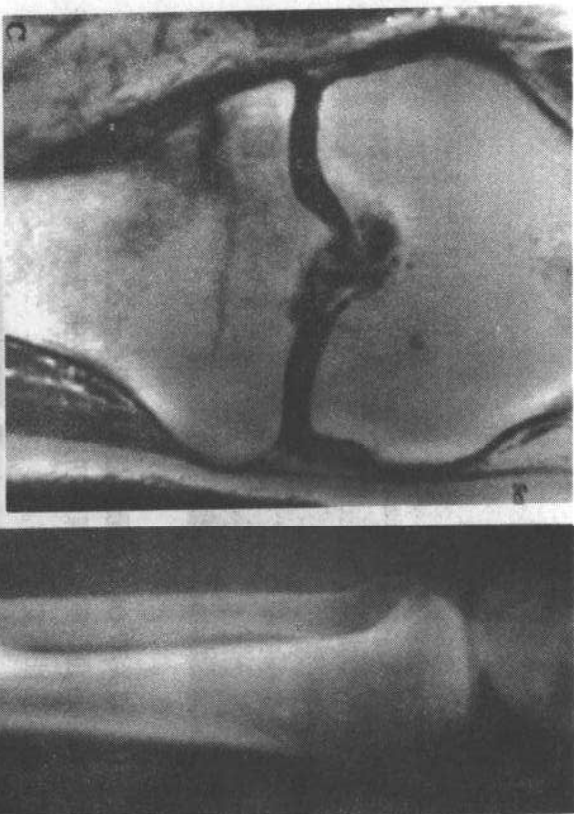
应力骨折。A 股骨颈应力骨折表现为高密度硬化带(箭)。B 胫骨平台下轻微应力骨折(空箭)。C MRI 清晰显示弱信号骨折线
